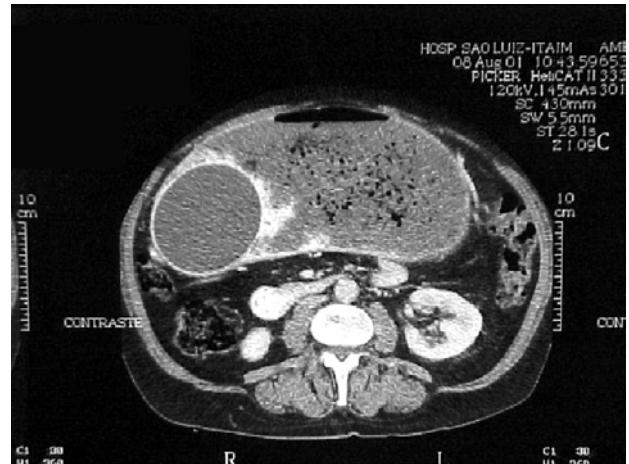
Tomografía de paciente con balón y síndrome de retención gástrica.
